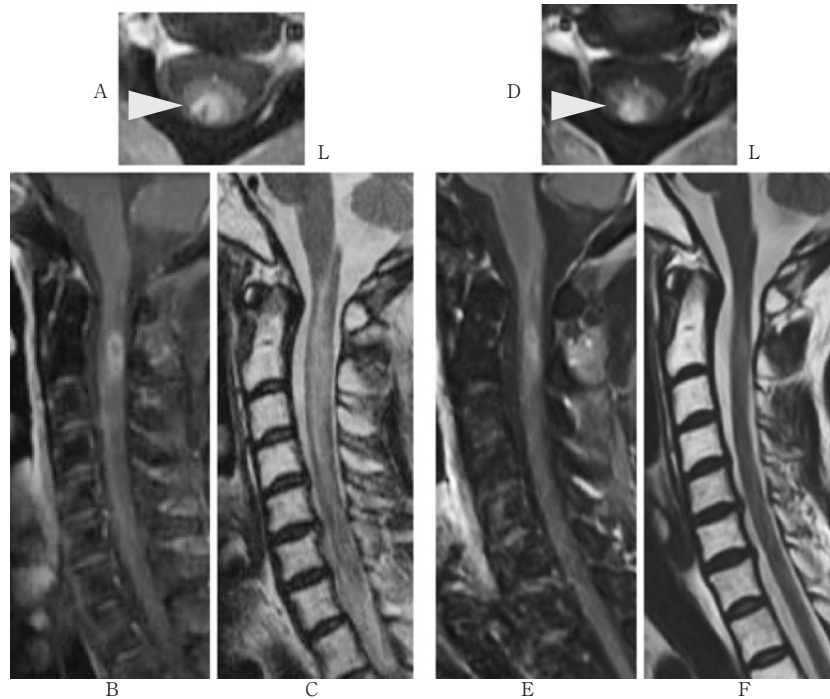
Cervical spinal cord MRI (47 years old at the second admission) (A, B, C).
